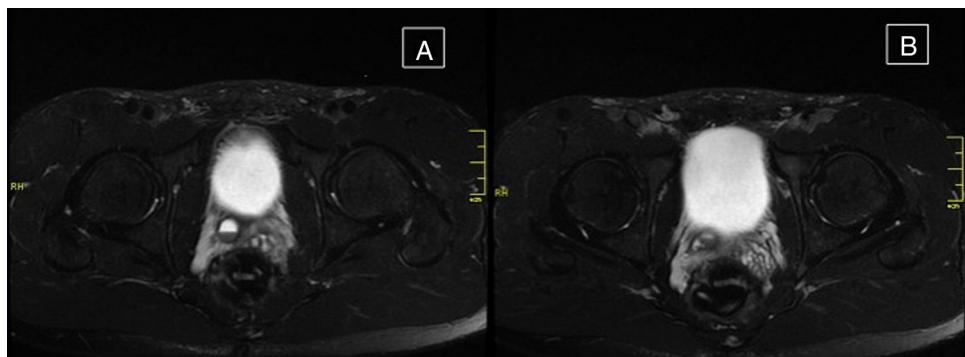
A y B) Resonancia magnética. Imagen de aspecto quístico en la vesícula seminal derecha.
